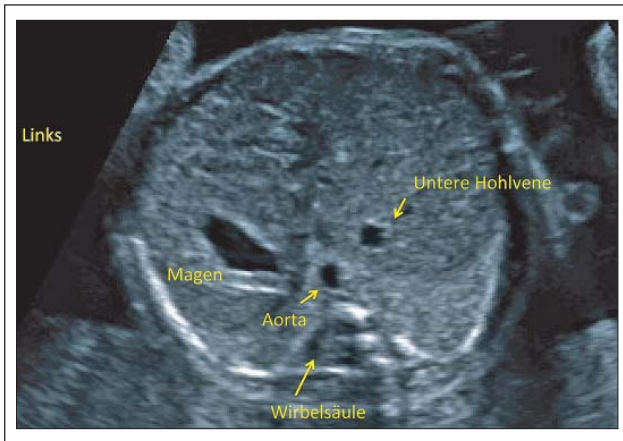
Fetale Echokardiographie der 20. Schwangerschaftswoche (SSW): Darstellung des abdominellen Situs. Der Magen liegt links, die Aorta links der Wirbelsäule und die untere Hohlvene (IVC) rechts der Wirbelsäule. Der Fetus befindet sich in einer zephalen Position (Kopf unten).
